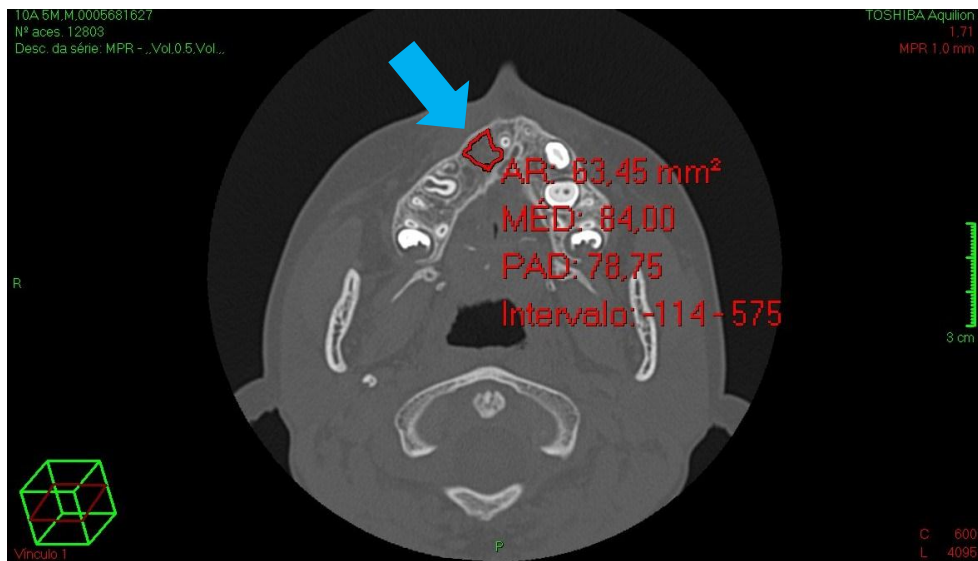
Tomografia de paciente no pós-operatório de um ano do grupo Enxerto Ósseo. A seta azul indica a área onde houve formação óssea delimitada pela linha vermelha. A sigla MÉD: 84,00 indica a média da densidade de osso neoformado em unidades Hounsfield.
